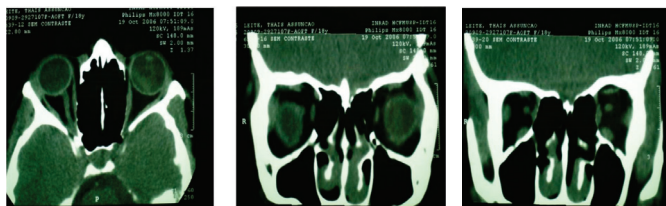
Tomografia de controle realizada 4 anos após a primeira cirurgia.
